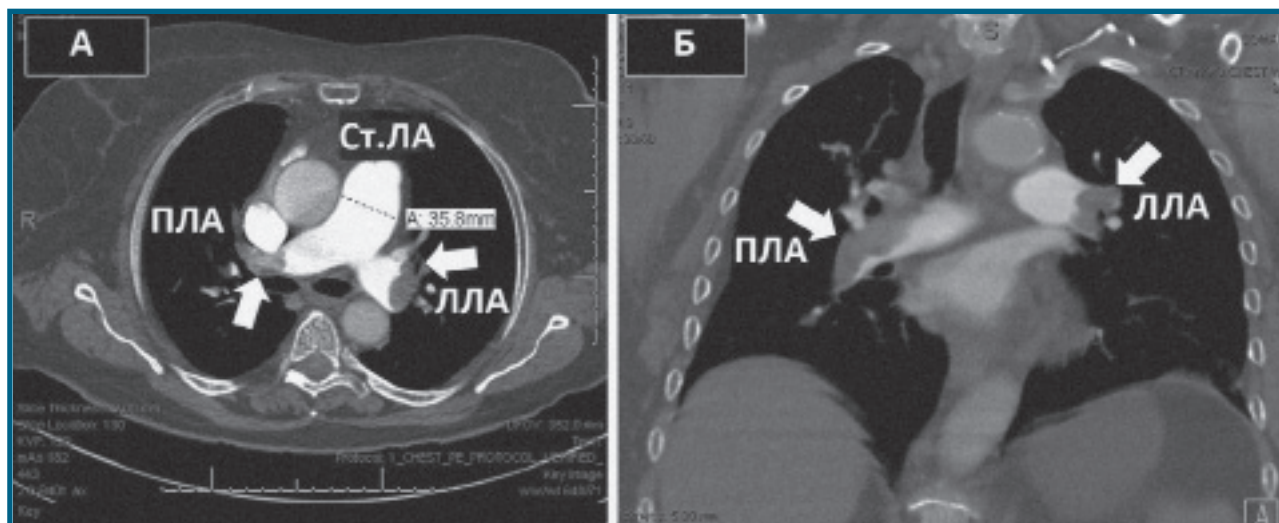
ТЕЛА на МСКТ. МСКТ з контрастуванням демонструє множинні білатеральні легеневі емболи (стрілки) в аксіальній (А) та коронарній (Б) проекціях.
